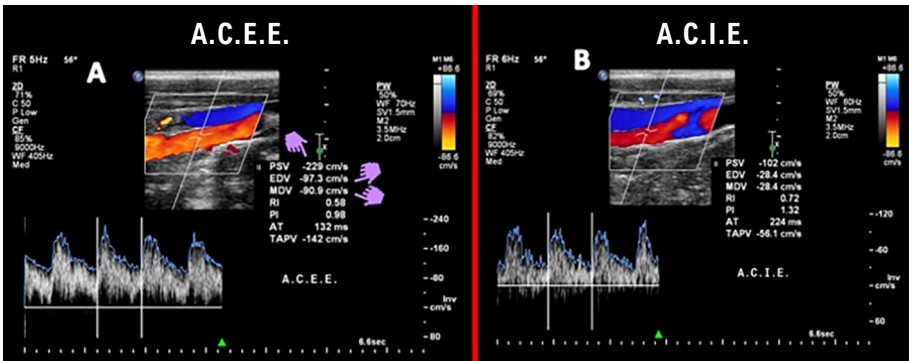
Padrão de fluxo evidenciado nos ramos da artéria carótida esquerda. A) Padrão de Doppler espectral com um fluxo arterial de baixa resistência e altas velocidades sistodiastólicas na ACEE; B) Padrão de fluxo esperado para a ACIE. ACEE: artéria carótida externa esquerda; ACIE: artéria carótida interna esquerda.
